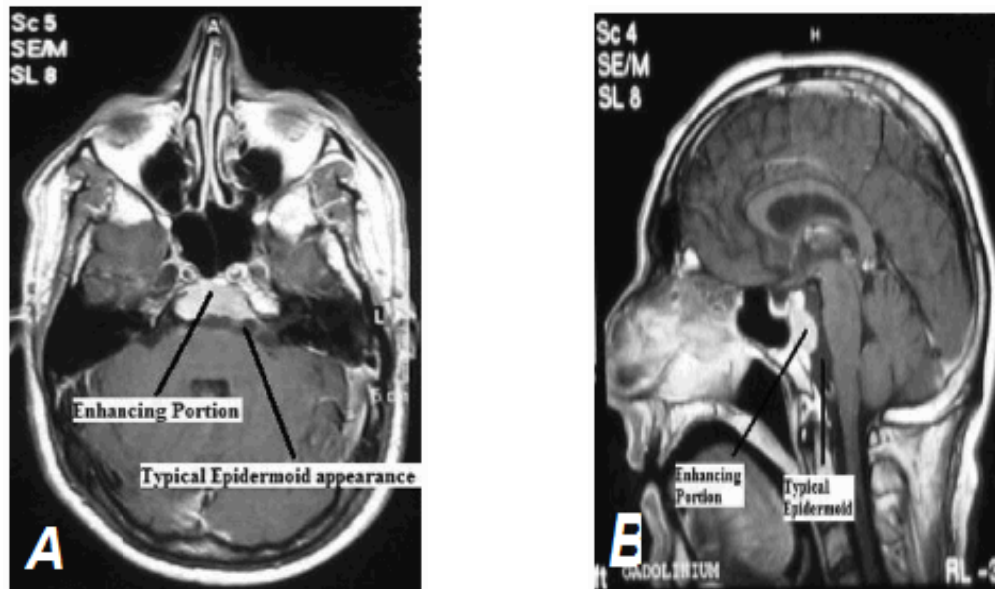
Une IRM cérébrale en pondération T1 avec injection de gadolinium montrant une prise de contraste nodulaire de la partie kystique suspecte [119] :
